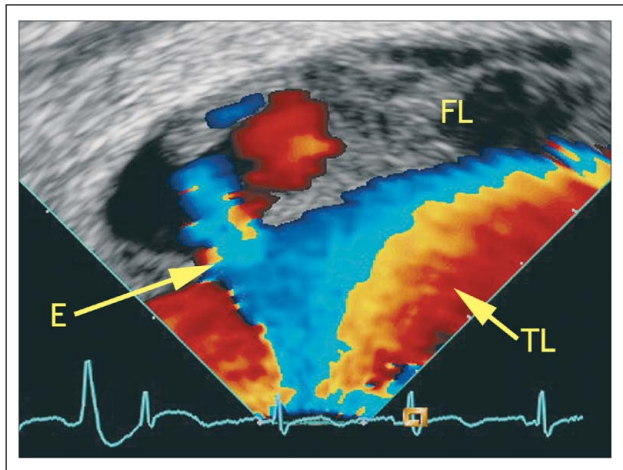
„Intraluminal phased-array imaging“ mit Darstellung auch kleinster Entry-Flüsse vom wahren Lumen aus bei Aortendissektion Typ B. E: Entry; FL: falsches Lumen; TL: wahres Lumen. Nachdruck mit Genehmigung aus [Bartel T et al. Intracardiac Echocardiography. In: Otto CM. Practice of Clinical Echocardiography. 3rd ed. W. B. Saunders, Oxford, 2007]. © Elsevier
